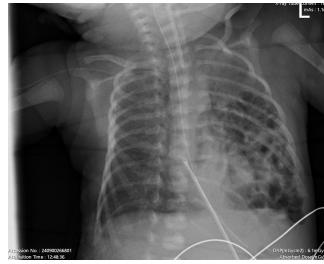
Gêmeo 2 - Hérnia diafragmática esquerda (radiografia torácica em D1).
